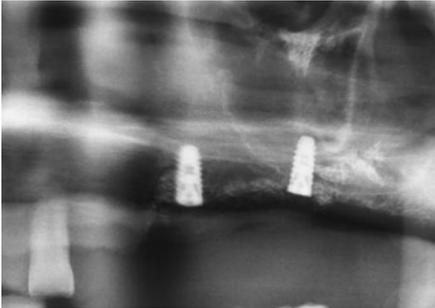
術直後のX線像。骨補填材が遠心に流れ出ているのが分かる。このような場合、まず抗菌薬の投与とともに慎重な観察が必要である。患者には、鼻からの骨補填材の流出と出血の可能性、再手術の必要性を説明する。また、骨補填材は自然口から排出されることが多いが、排出が不十分な場合は上顎洞炎を起こす場合があるため、それらのことにも注意して観察するのがポイントである。もし、上顎洞炎になった場合は上顎洞の洗浄が必要なため、その知識も必要となる。
